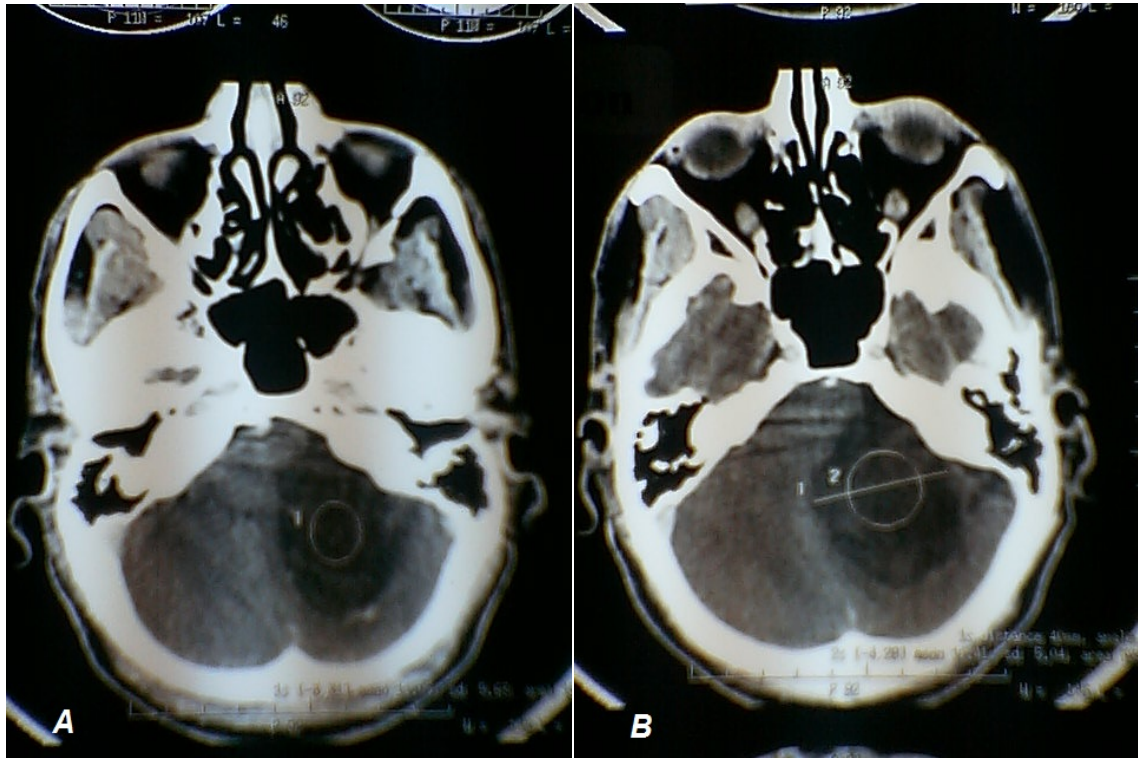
Une TDM cérébrale en coupes axiales montrant un kyste épidermoïde de l'APC gauche de contours irréguliers et non rehaussée après injection de PDC.
